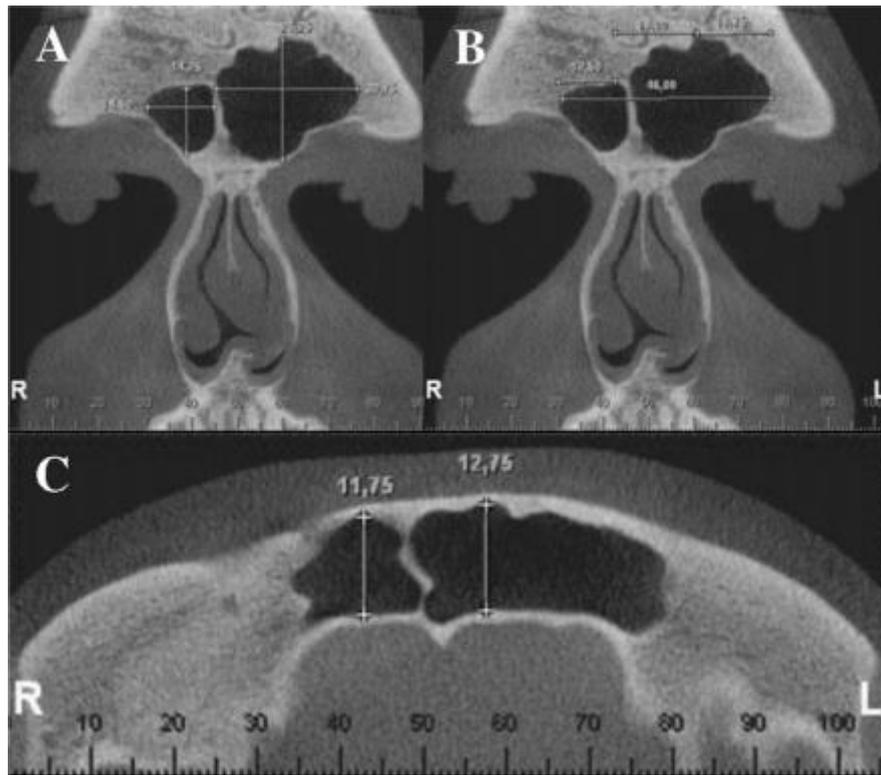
Reconstruções coronais (A e B) e axial (C) de tomografia computadorizada de feixe cônico, mostrando avaliação dimensional do seio frontal. Fonte: Soares et al., (2016).
